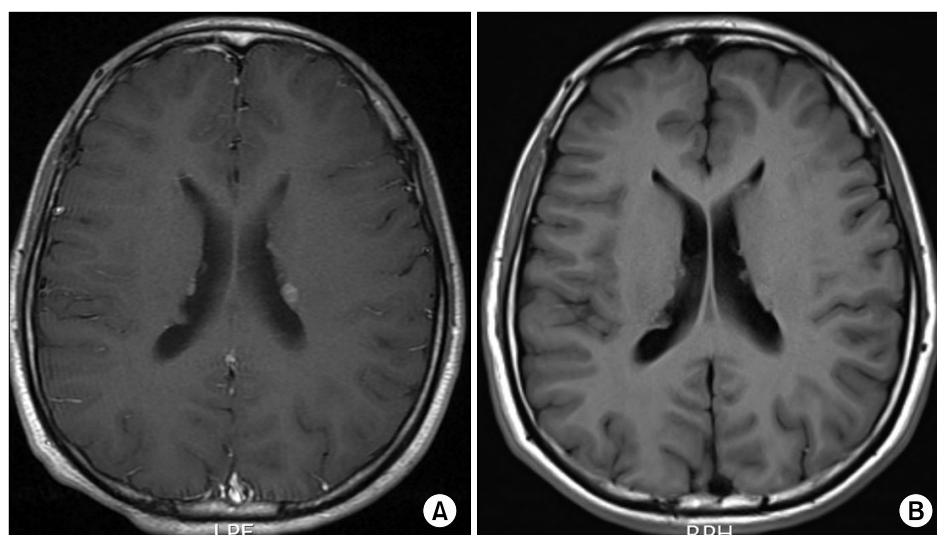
(A, B) Subependymal nodules. Brain magnetic resonance imaging show multiple nodules (subependymal nodules) in walls of both lateral ventricle.
